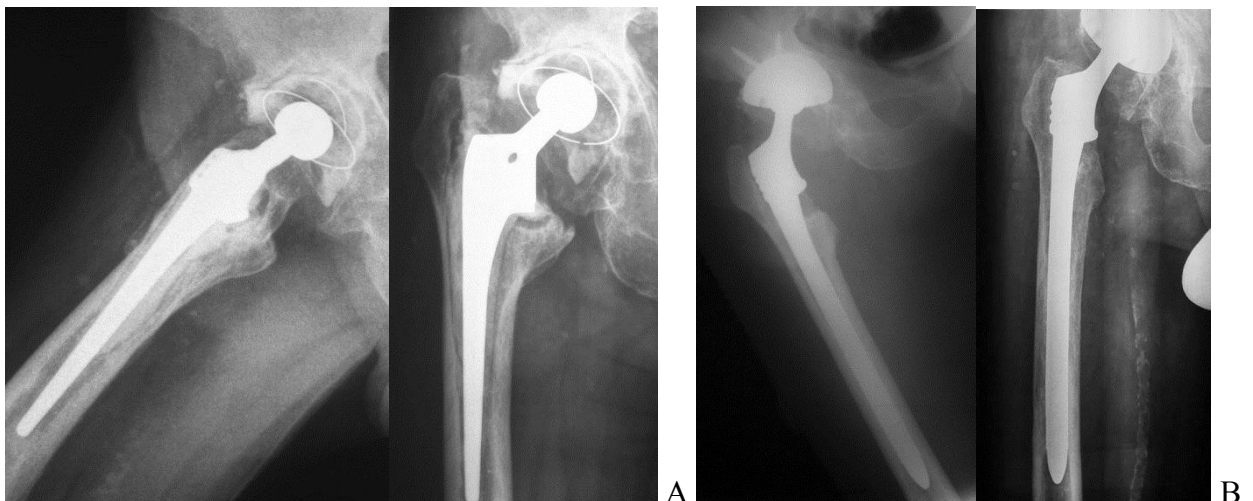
А. Рентгенограммы пациента С., 72 лет. Нестабильность бедренного компонента Bi-Metric calcar фирмы Biomet цементной фиксации. Признаки обширного остеолита проксимального отдела бедра. В. Рентгенограммы через 9 лет после ревизионного эндопротезирования с использованием бесцементной ножки дистальной фиксации Solution Calcar (DePuy).
